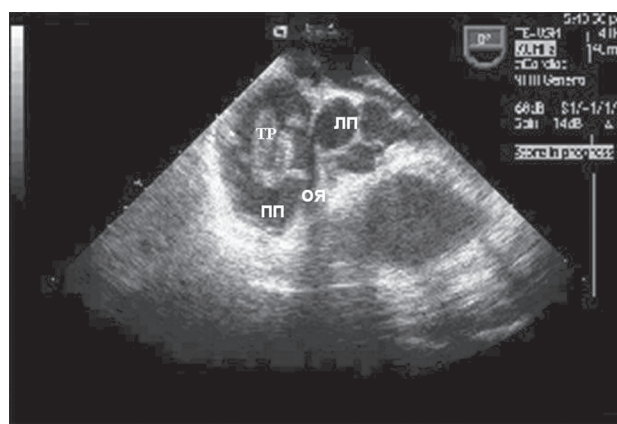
Чреспищеводная эхокардиография. Фиксация тромба в области овальной ямки и его миграция из правого в левое предсердие (условие для парадоксальной эмболии). ТР – тромб, ОЯ – овальная ямка, ПП – правое предсердие, ЛП – левое предсердие
